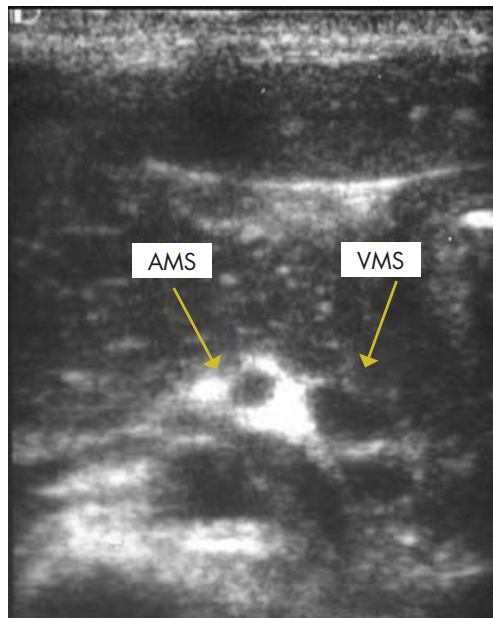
Malrotación intestinal. Ecografía abdominal. Inversión de la arteria y vena mesentéricas. AMS: arteria mesentérica superior; VMS: vena mesentérica superior.
